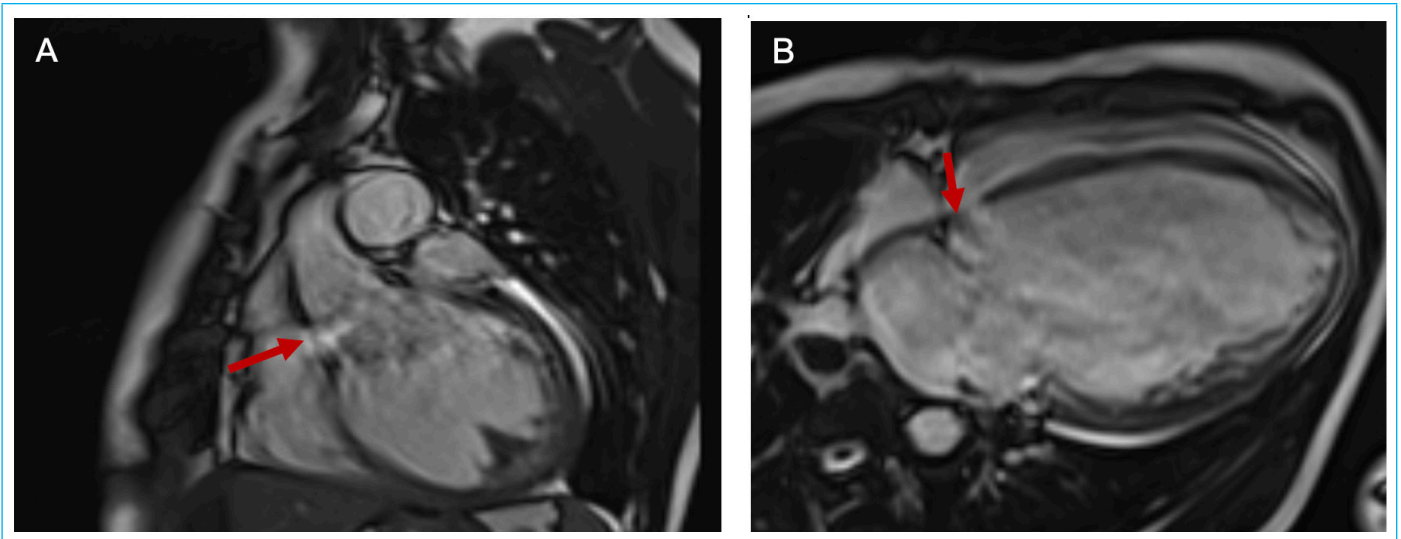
Resonancia magnética (RMN) cardíaca. Secuencias cine (estáticas) tracto de salida del ventrículo izquierdo (TSVI) coronal (A) y 4 cámaras (B). Se observa artefacto de turbulencia en la porción membranosa del *septum* interventricular por comunicación interventricular (flechas en A y B).
